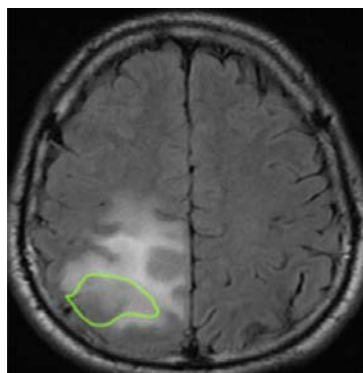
Exemple de la segmentation manuelle d'une coupe IRM d'un examen du test par le participant incohérent.
